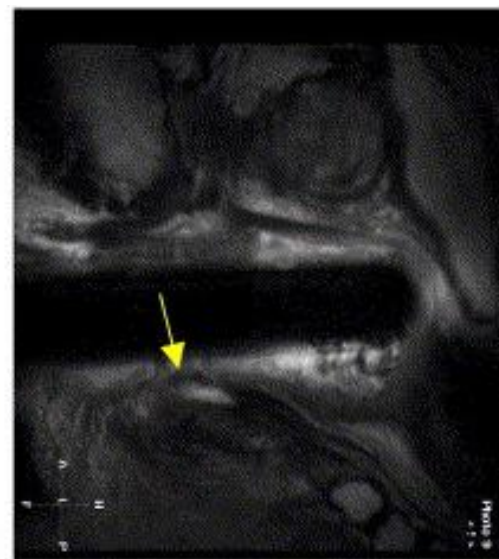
Endoanale Magnetresonanztomographie, transsphinktere Fistel mit interner Öffnung (Pfeile): (links) transversale Aufnahme, (rechts) laterale Aufnahme, nach Felt-Bersma R J (2006)
